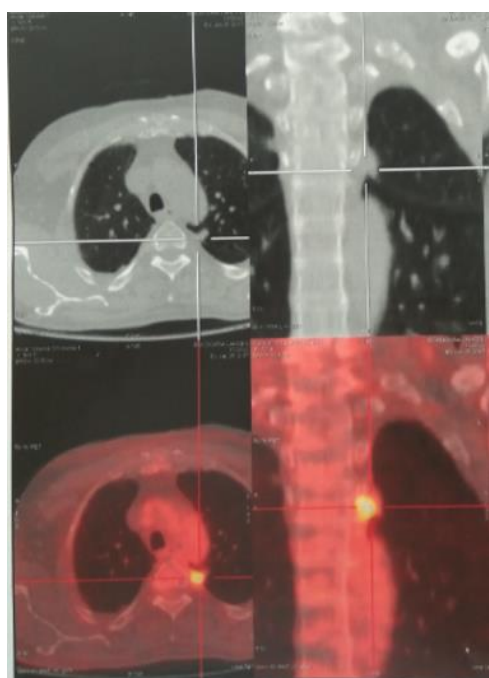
tomographie par émission de positrons montrant un nodule hypermétabolique au niveau du segment postérieur du lobe supérieur gauche
